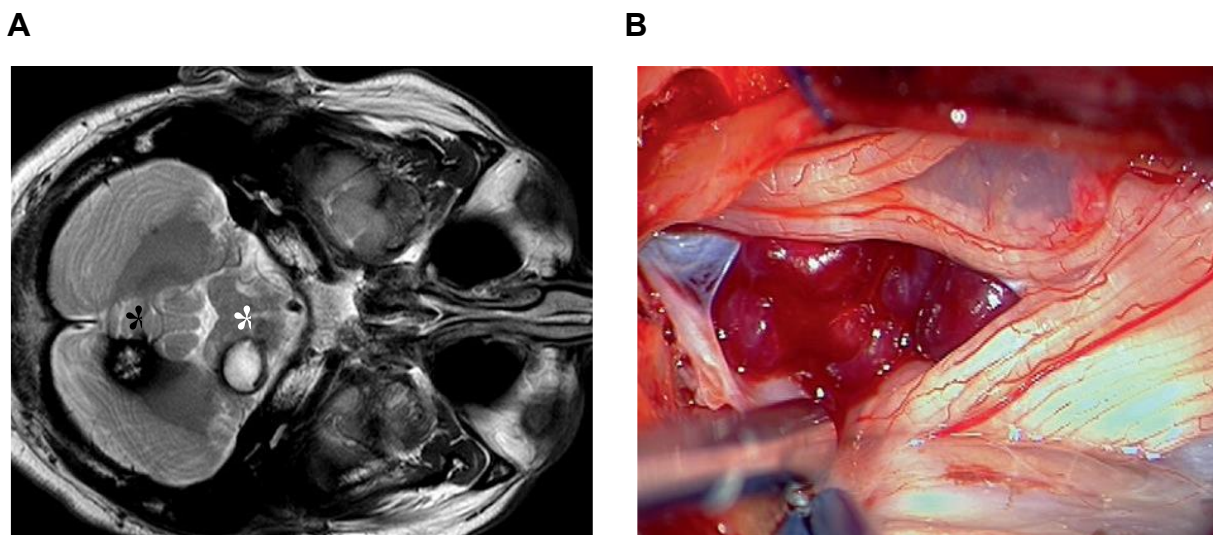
Imágenes de cavernomas humanos. A. Imagen de resonancia magnética pre operatoria de un paciente con múltiples cavernomas (asteriscos). La lesión situada en el bulbo raquídeo presentaba sangrado reciente (blanco); original de Bradáč et al., (2020), con permiso de *Springer Nature*. B. Vista de un cavernoma en la médula espinal durante una intervención quirúrgica; original de Kivelev y Niemelä (2020), con permiso de *Springer Nature*.
